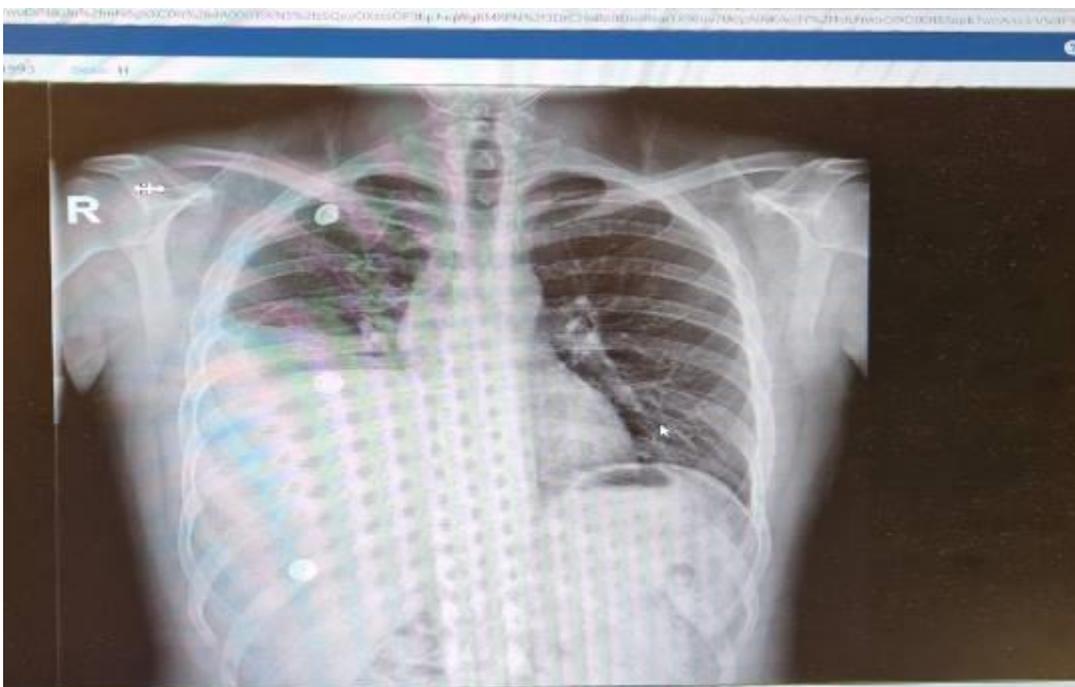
Radiografía PA de tórax con derrame pleural derecho hasta tercio medio.
